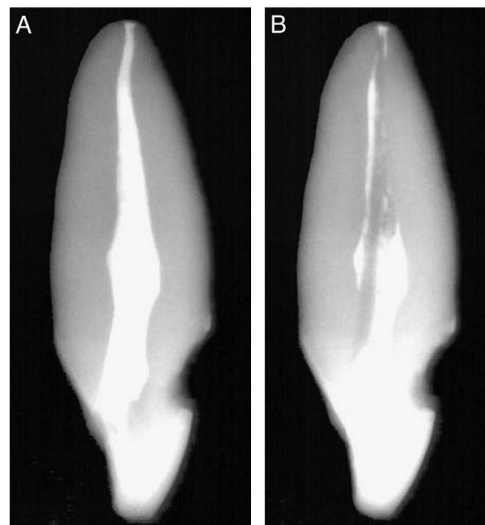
(A) Radiographie pré opératoire : le canal est rempli avec du Vitapex®. (B) Radiographie post opératoire : une partie du Vitapex® a été éliminé par la mise en forme canalaire [47].
